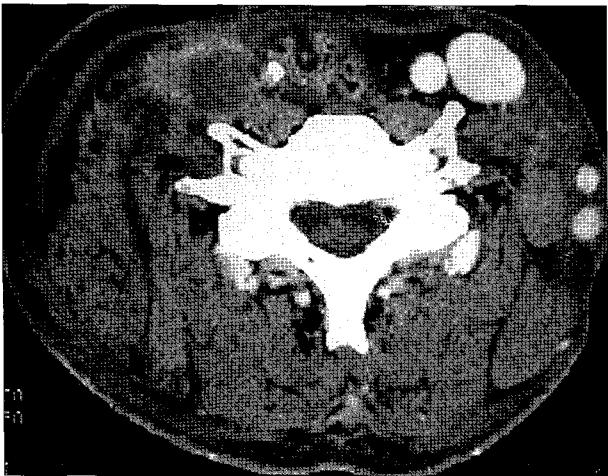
Postoperative 5 month period, recurred cancer were detected on CT.
